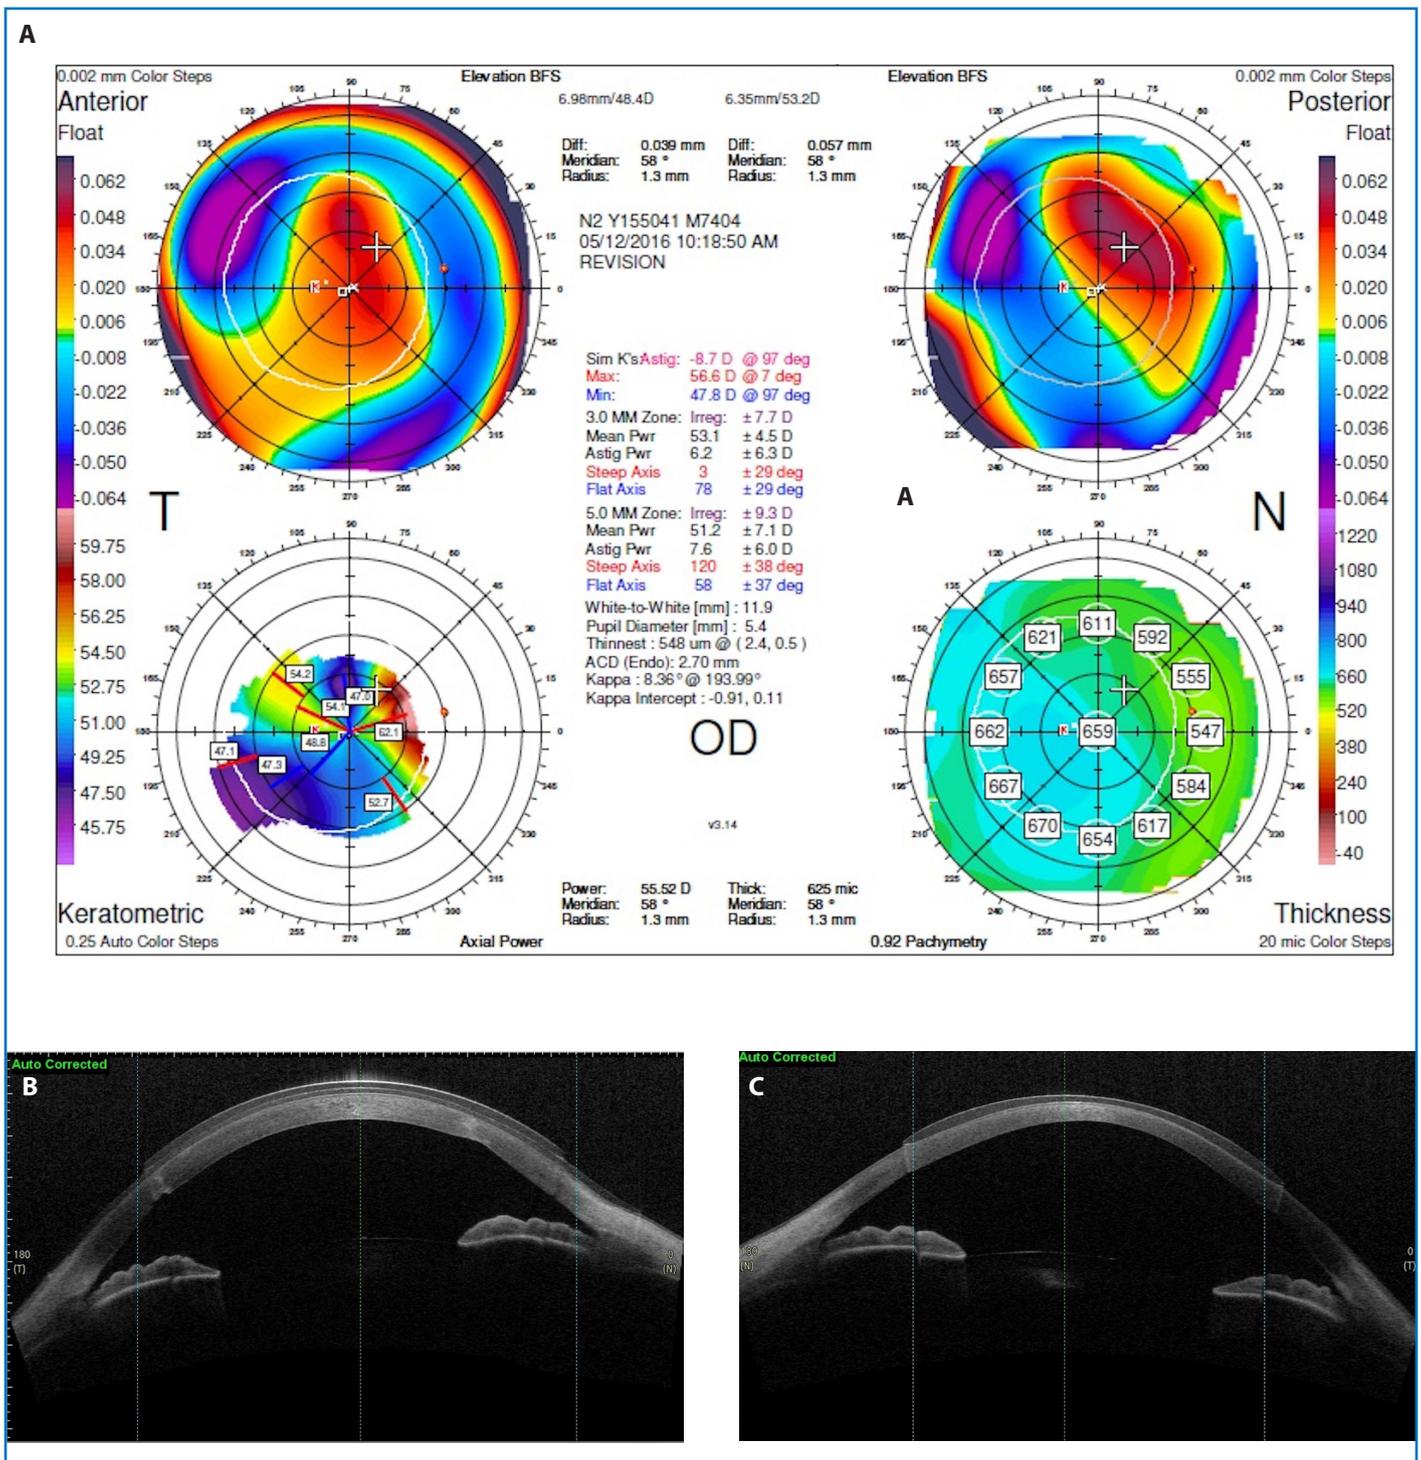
Queratocono de grado II con lente de contacto rígida permeable a los gases (LCRGP) corneal (ojo izquierdo, OI) y *piggy-back* (ojo derecho, OD). (A) Topografías corneales en las que se observa la irregularidad de la cara anterior y posterior de su ojo derecho, la paquimetría central y medio-periférica y algunos parámetros que suelen ser de interés en según qué tipo de adaptaciones, como sería la medida blanco-blanco (*white to white*). (B) Tomografía de coherencia óptica de una adaptación *piggy-back*. En este caso se decidió para mejorar la sintomatología, el centrado y la estabilidad de la lente rígida permeable a los gases (RGP) corneal. (C) Tomografía de coherencia óptica de una adaptación de lente RGP corneal.
